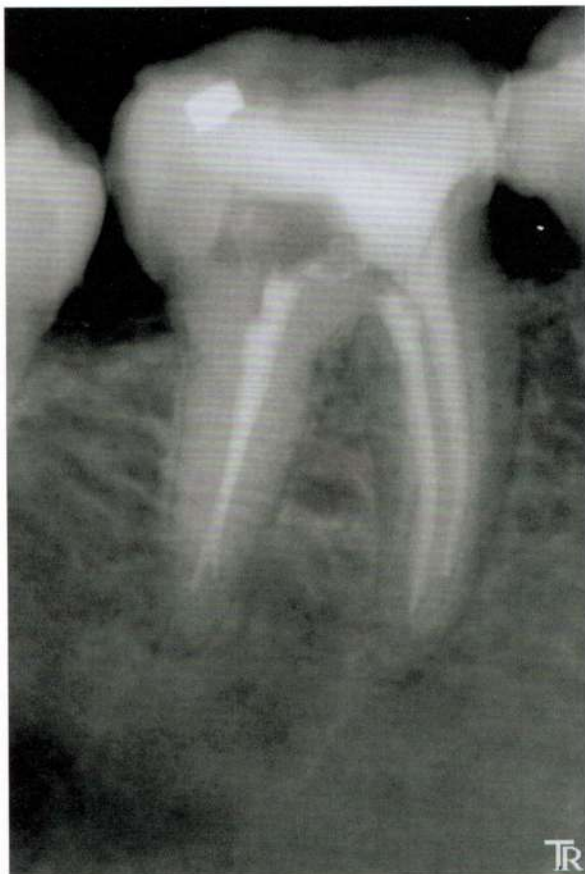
Radiografía preoperatoria.
